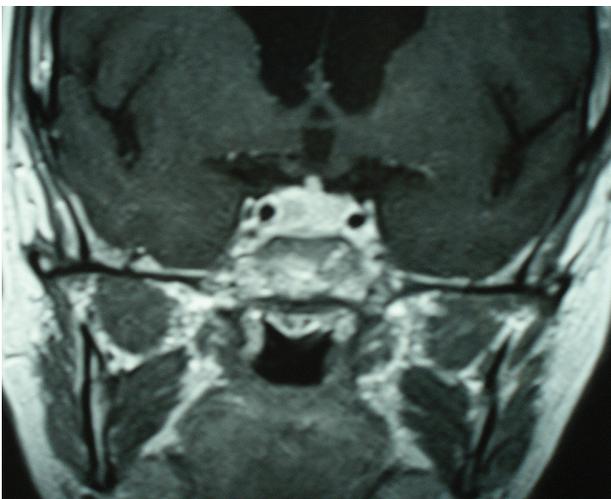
IRM cérébrale de contrôle à 7 mois. Coupe coronale en T1 ; nette diminution de la taille de l'hypophyse.
